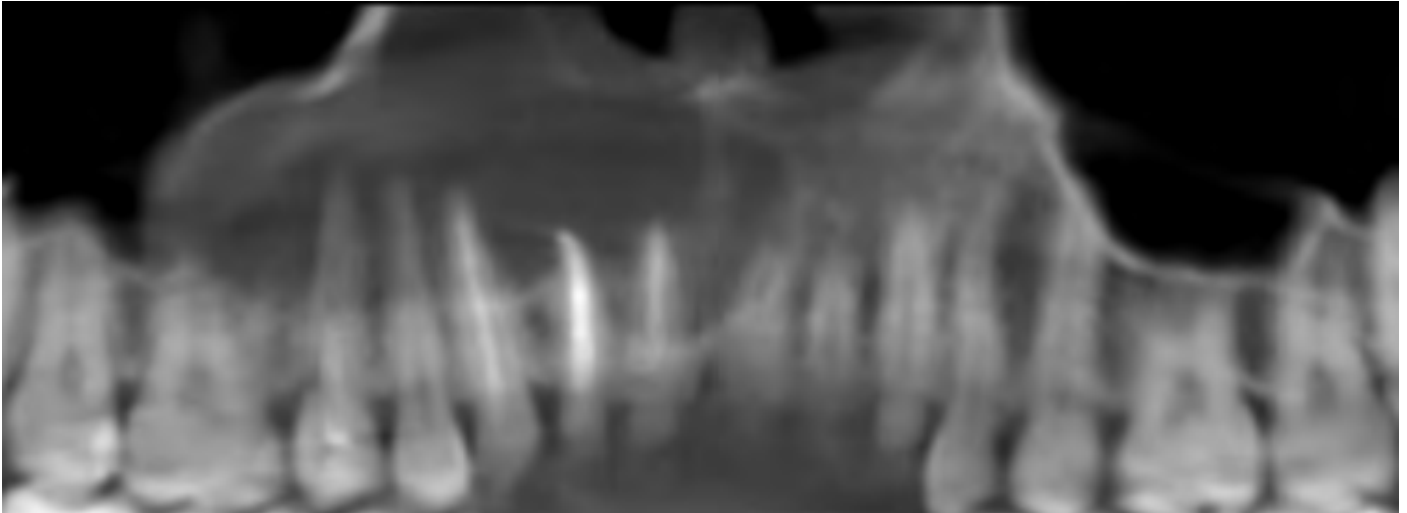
Corte frontal de CBCT inicial.
